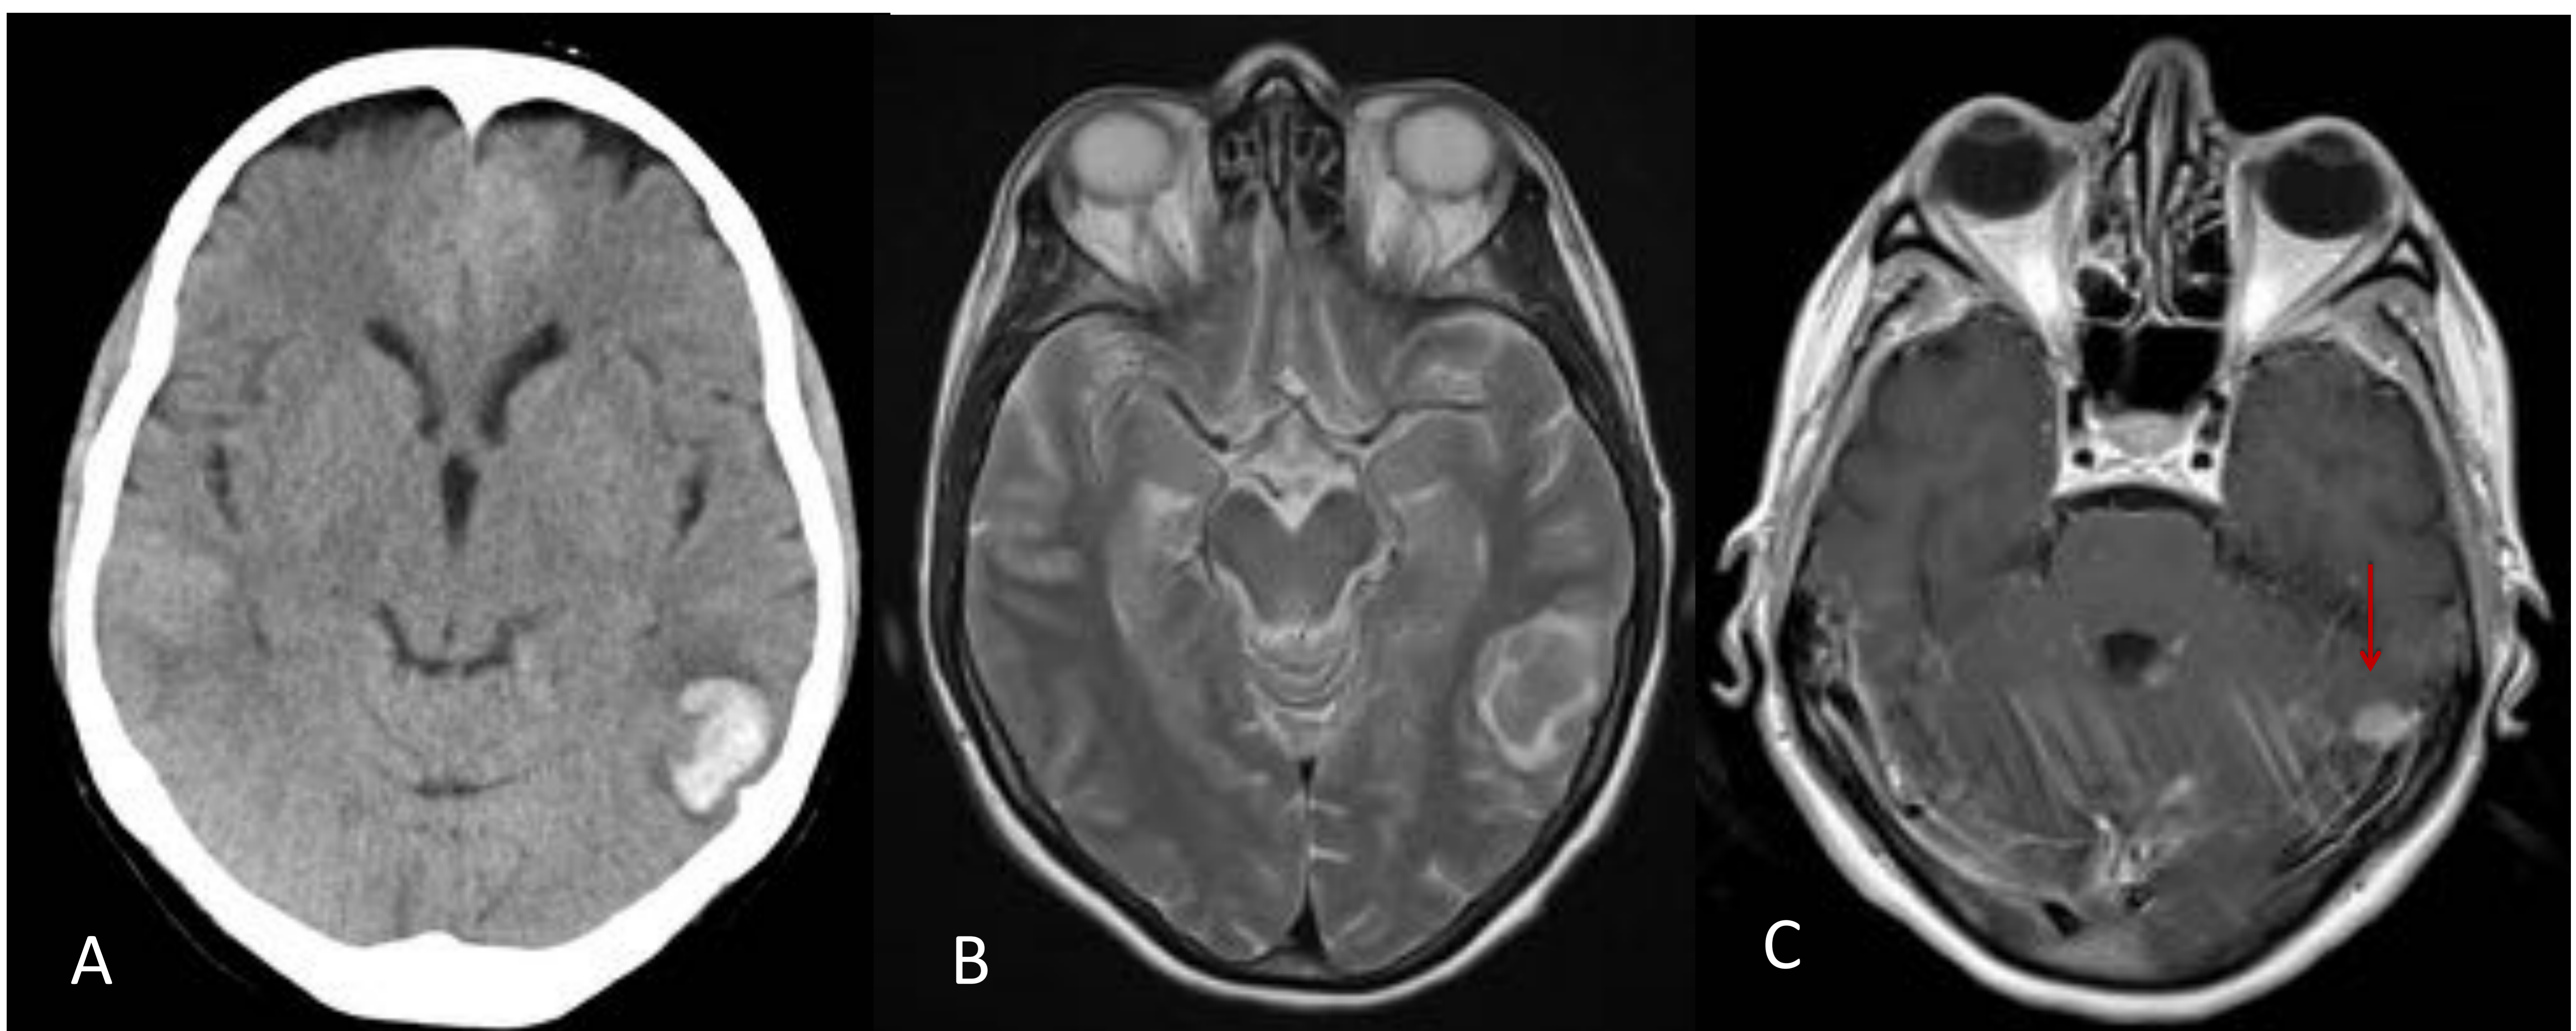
HIP temporal izquierdo secundario a afectación secundaria leptomeníngea en paciente con un adenocarcinoma de pulmón estadio IV. A) TC sin CIV, B) RM axial T2 y C) RM axial T1 tras administración de CIV. Lesión heterogénea con halo hiperintenso en T2 compatible con hematoma que rodea a una lesión captante de contraste (flecha roja).
